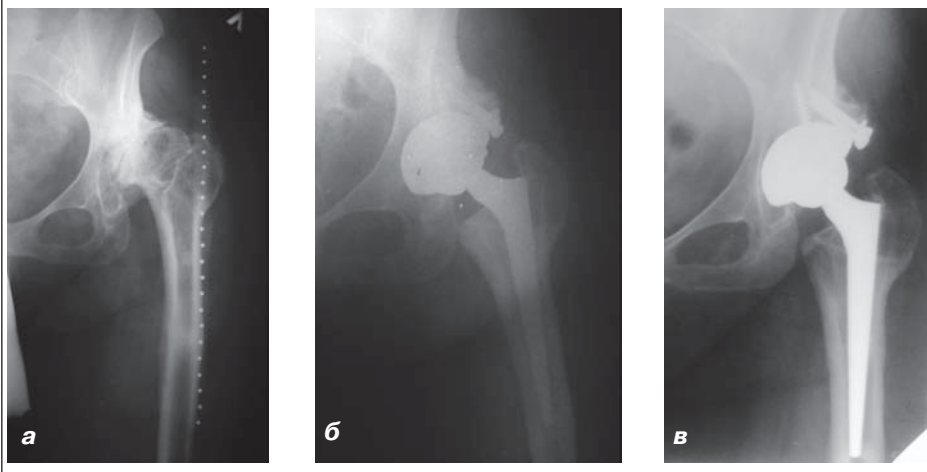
Фотоотпечатки рентгенограмм больной А., 50 лет, история болезни № 55381, диагноз: левосторонний диспластический коксартроз IV ст.: а) состояние после ацетабулопластики и корригирующей межвертельной остеотомии левой бедренной кости (1995 г.); б) после пластики сегментарного дефекта верхней стенки вертлужной впадины кортикально-губчатым аутотрансплантатом, взятым из резецированной головки и шейки бедренной кости, и фиксированным винтом установлен ацетабулярный компонент системы Trilogy Trabecular Metal; в) рентгенограмма через 3 года после операции
